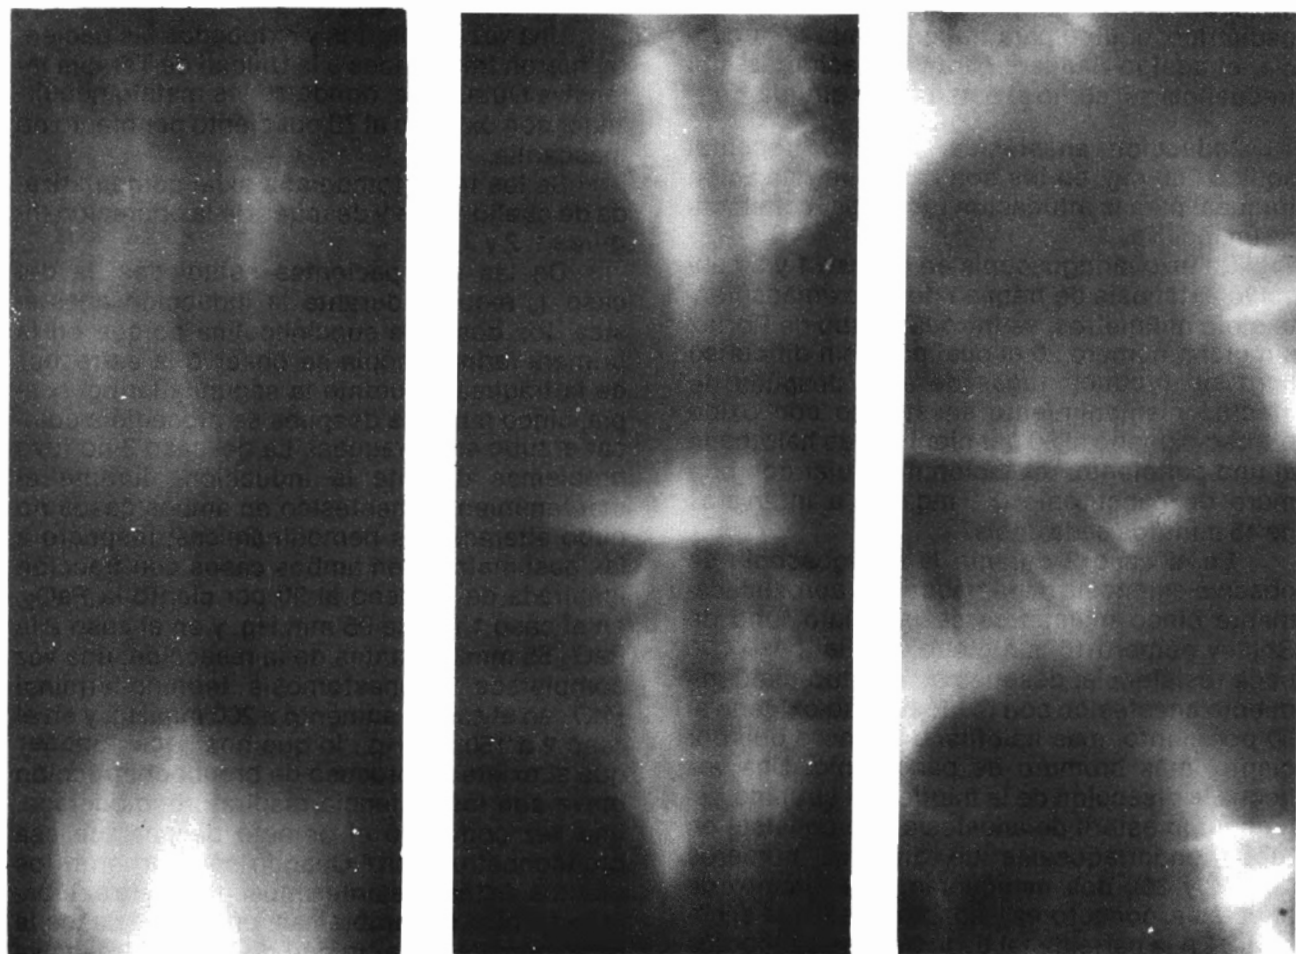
Tomografía de cuello AP de la paciente del caso 1, en la que se observa la lesión traqueal. Las figuras B y C corresponden a las tomografías de cuello AP y oblicua después de la reconstrucción traqueal.
